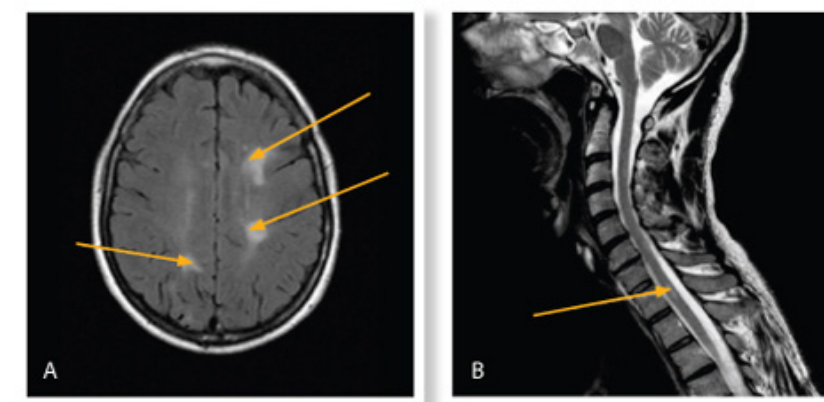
RM que muestra una lesión inflamatoria de EM en una persona recientemente diagnosticada, con entumecimiento en una pierna. A: Lesiones en el cerebro; B: Lesión de la médula espinal responsable de la pierna entumecida.
